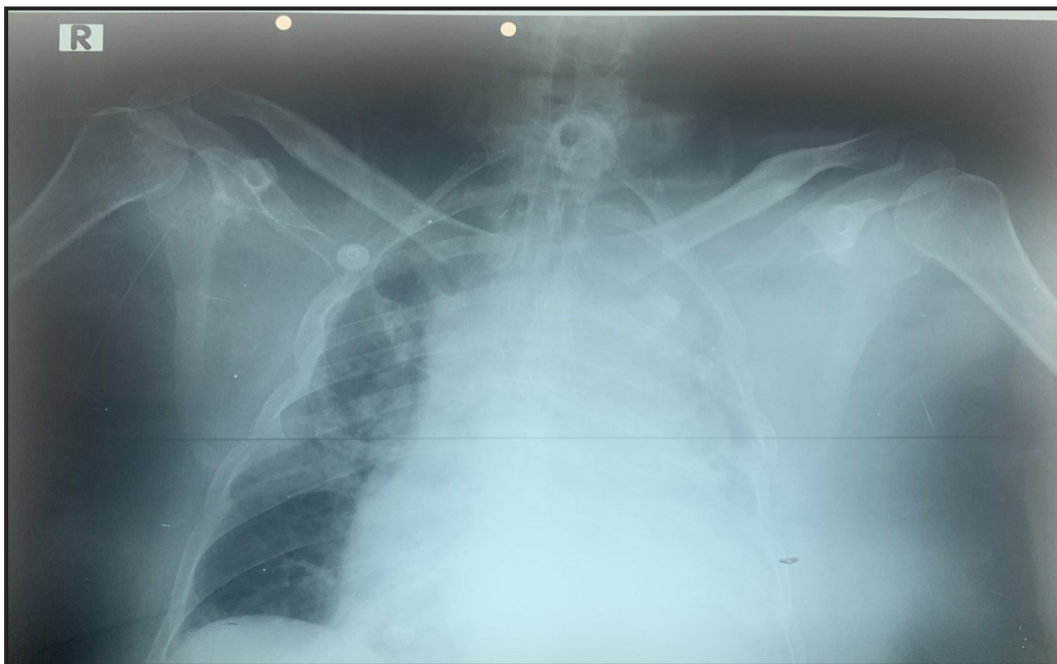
Radiografía de Tórax. Se observa atelectasia del pulmón izquierdo.
